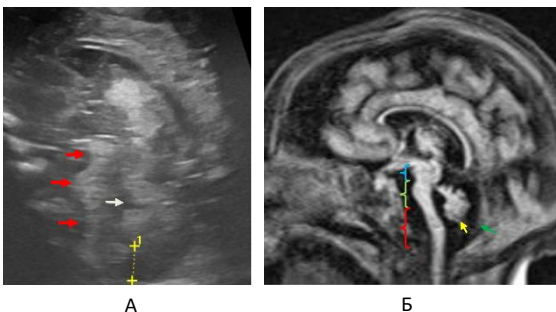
А) НСГ Б) МР томограмма. Соотношение среднего мозга : моста : продолговатого мозга = 0,5:1:1,5
